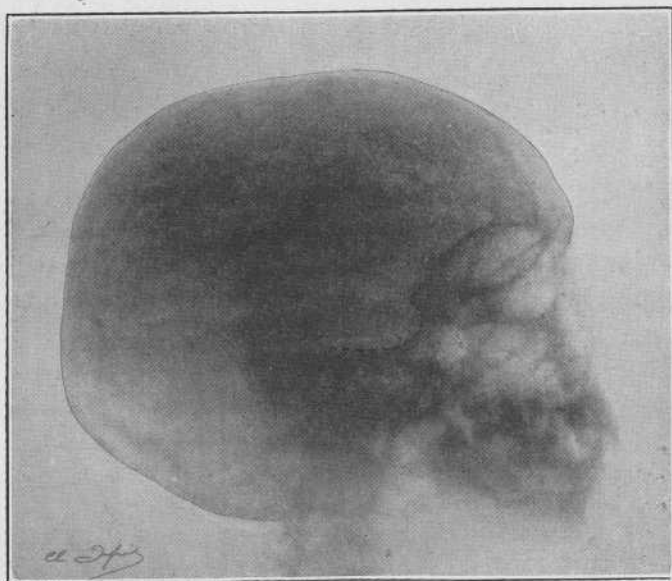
RADIOGRAPHIE DE LA SELLE TURCIQUE DE LESCOUBLED
